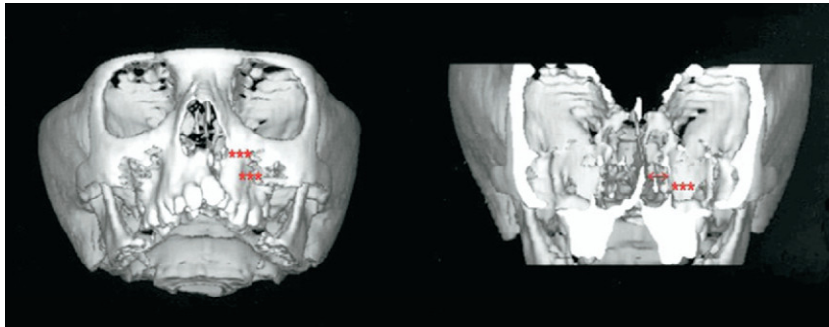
a. Tomografia Computadorizada de um indivíduo portador de fenda labial e palatina .
